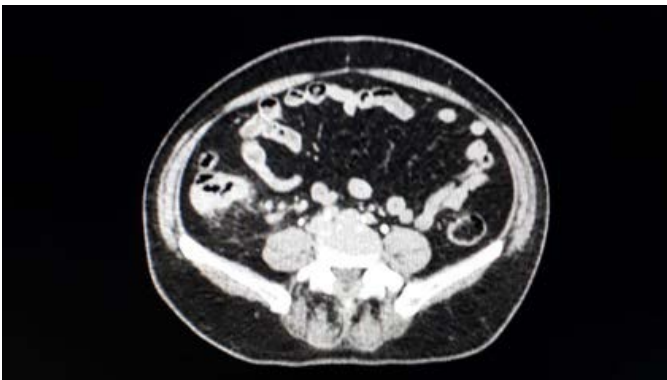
TC de abdome inferior evidenciando espessamento parietal do cólon ascendente, estendendo-se até o ceco, com densificação das gorduras adjacentes e linfonomegalia adjacente.
